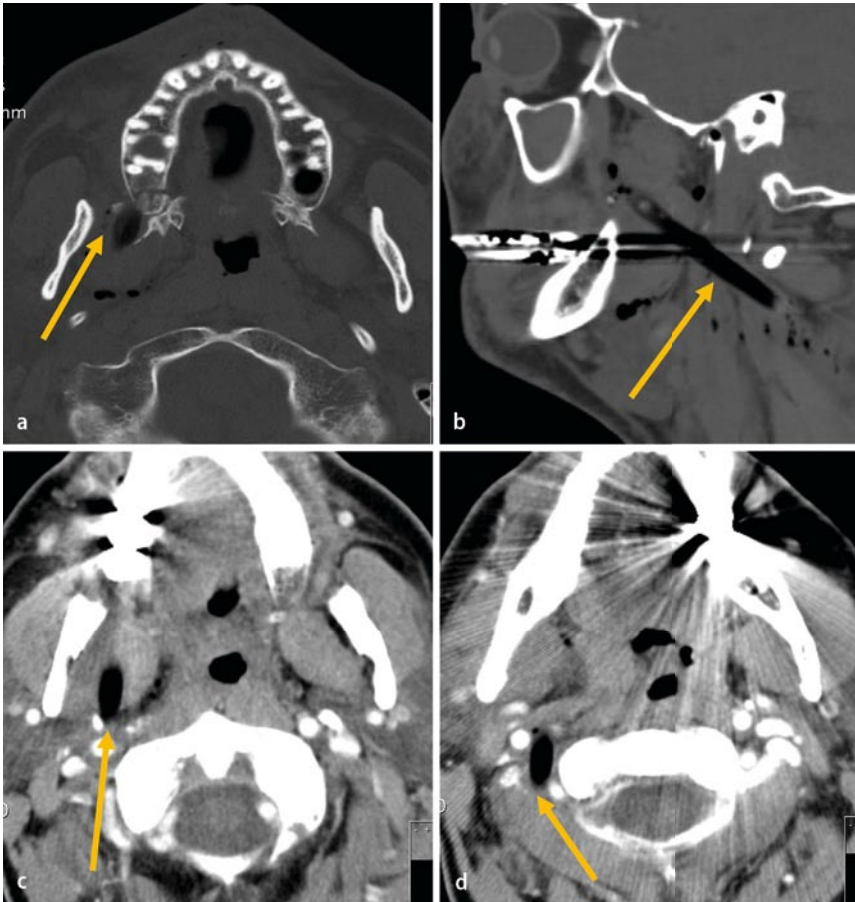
▲ Verlaufskontrolle nach einem Tag. CT mit i.v.-Kontrastmittel transversal (a, c, d) und sagittale Rekonstruktion (b) in der Knochenfenstereinstellung – keine Befundänderung. Man beachte die enge Lagebeziehung des Fremdkörpers zu den rechten Aa. carotis interna und externa sowie zur A. vertebralis
